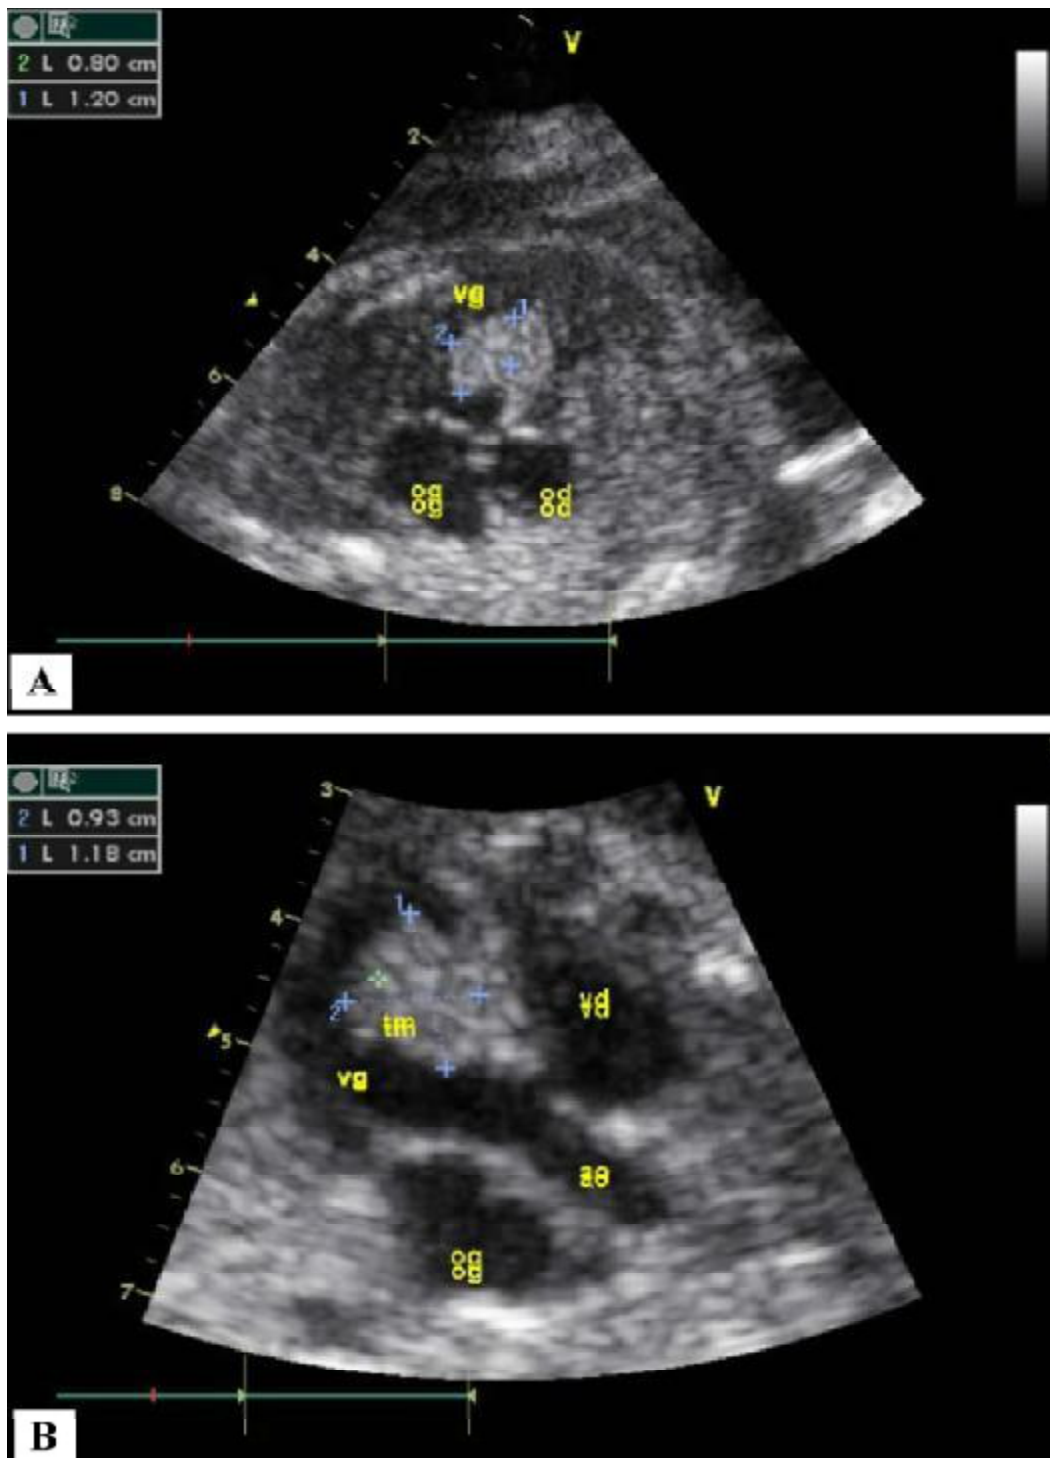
Échocardiographie fœtale à 30 semaines d'âge gestationnel montrant une masse hyperéchogène dans le septum interventriculaire (vg : ventricule gauche ; og : oreillette gauche ; ao : aorte ; vd : ventricule droit ; tm : tumeur). [28]
